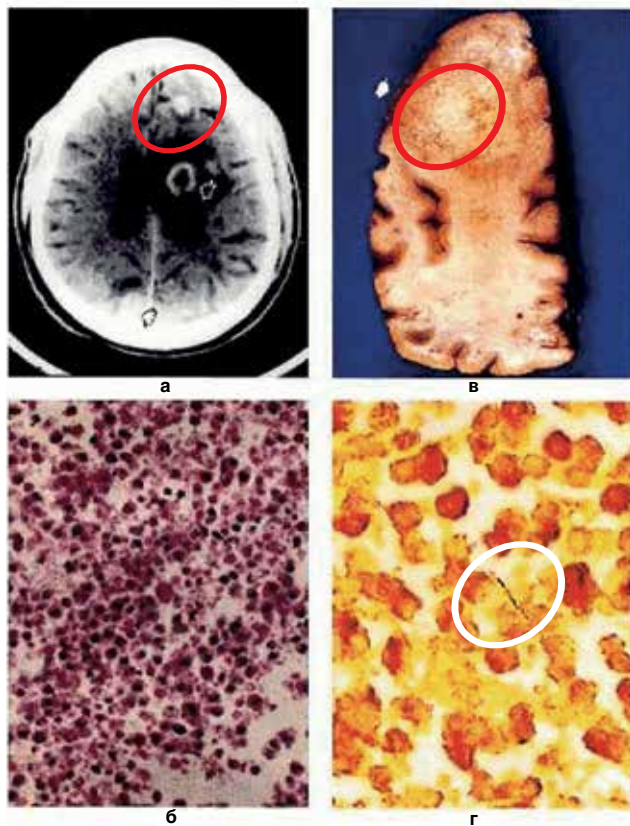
Рентгенологічні, анатомічні і гістологічні ознаки гуми головного мозку (Horowitz H.W., et al., 1994;
